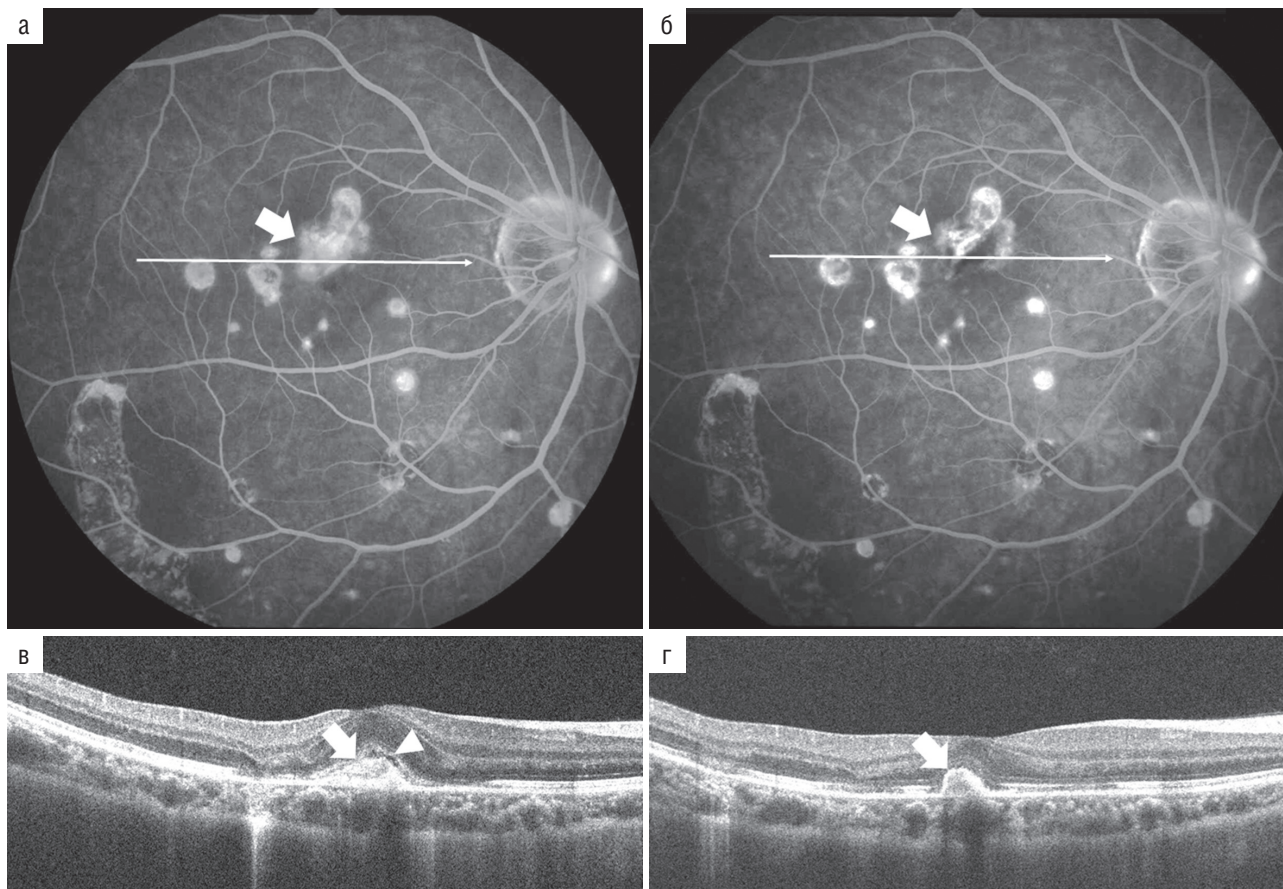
Оптическая когерентная томография того же глаза, что и на рис. 3.2: а, в — до лечения, активная хориоидальная неоваскуляризация (стрелка) и скопление субретинальной жидкости (треугольная стрелка); б, г — после интравитреального введения бевацизумаба, регресс хориоидальной неоваскуляризации и полное рассасывание субретинальной жидкости
